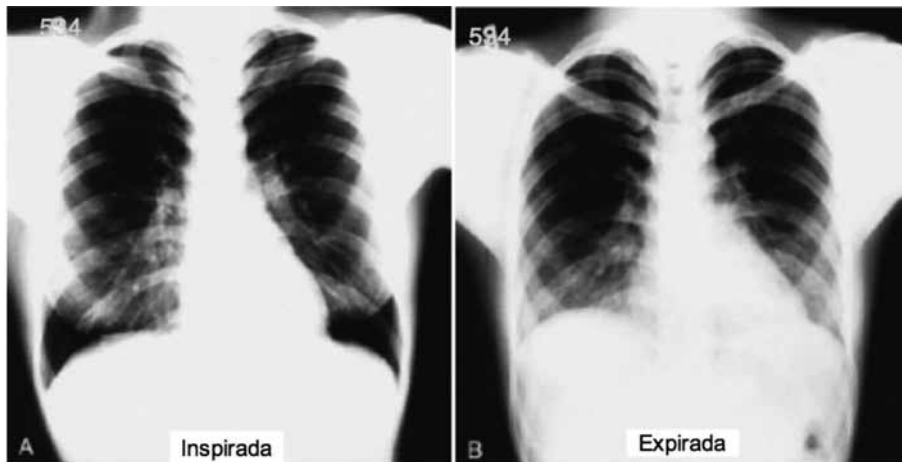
Radiografia de tórax normalmente expandida (A). Exame da mesma paciente, com expansão incorreta dos campos pulmonares, que pode induzir um erro diagnóstico de cardiomegalia (B).
